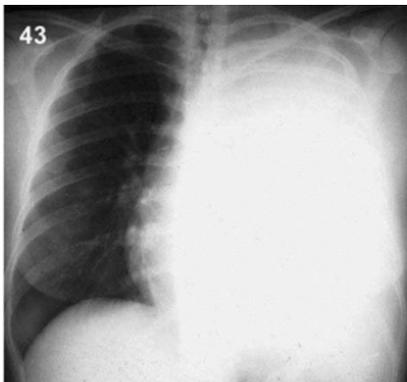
Hemotórax izquierdo en una radiografía de tórax con desplazamiento de las estructuras a la derecha.
